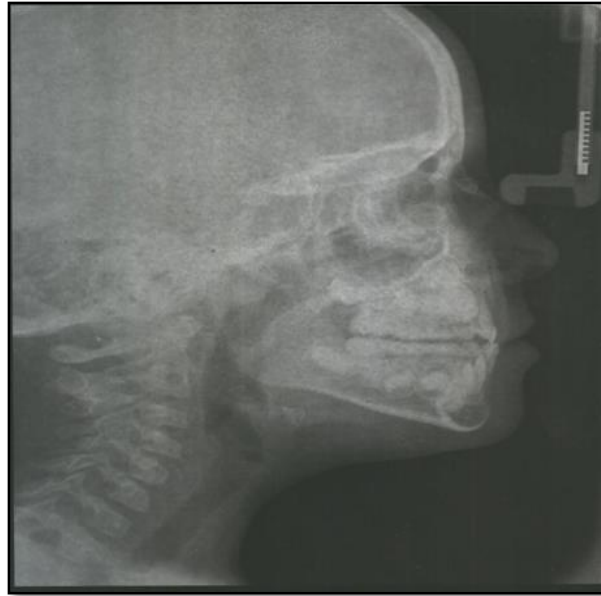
Radiografía Cefalométrica
